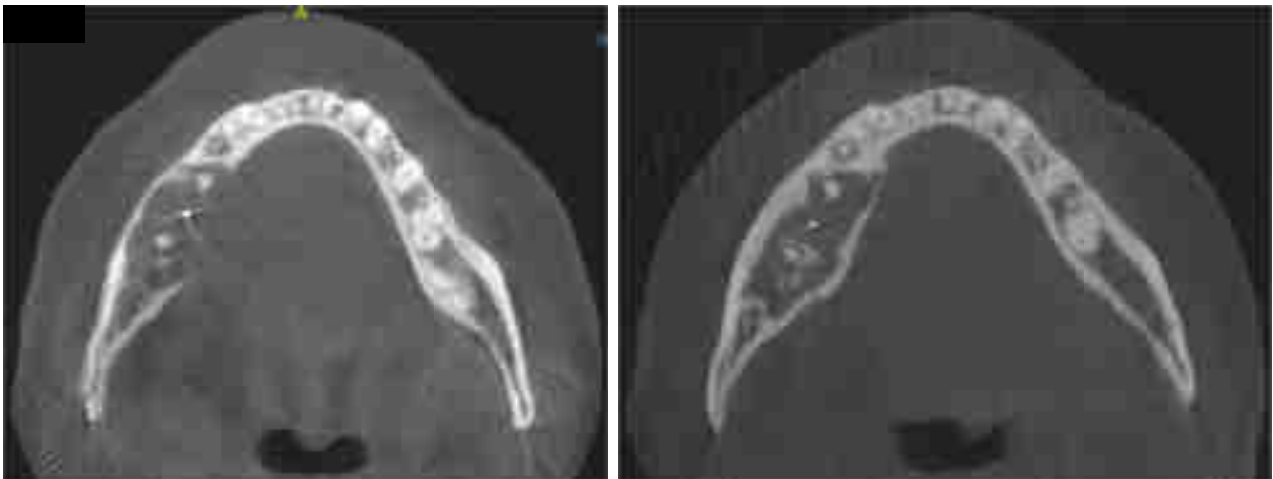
Coupes axiales de deux CBCT réalisés en 2016 (A) et 2018 (B) chez la patiente du cas n°2 permettant de visualiser la reminéralisation en cours de la TCG sur l'image de droite.
